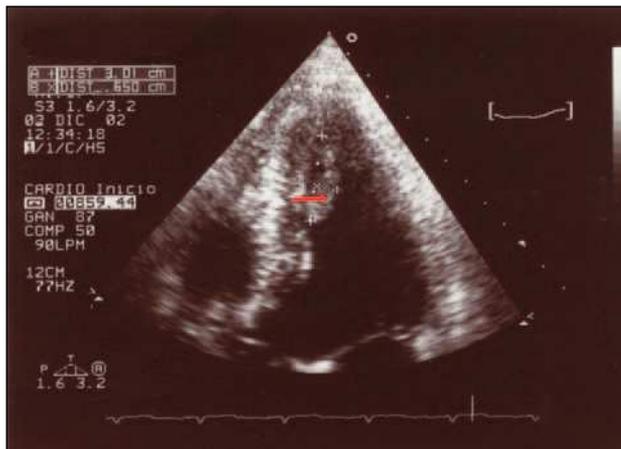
Ecocardiograma durante el ingreso. Trombosis ventricular izquierda de 30 x 6 mm (flecha).
